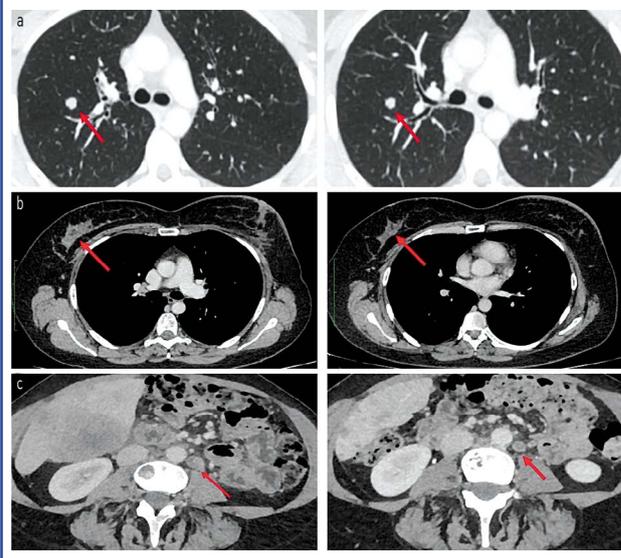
КТ-снимки, выполненные до начала лечения и после 30 циклов. Красными стрелками отмечены опухолевые очаги: а – метастаз в легком, б – первичная опухоль в молочной железе, с – метастатический лимфатический узел.
